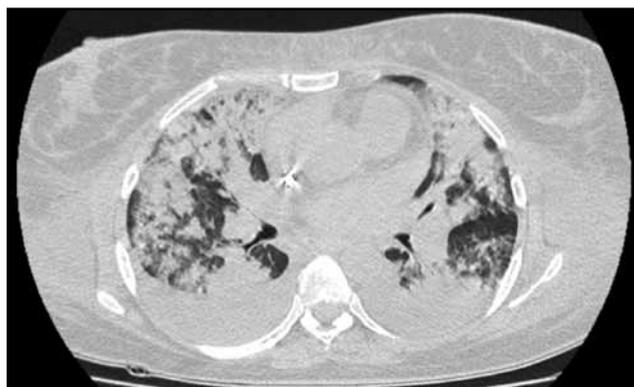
TAC de tórax: opacidades parenquimatosas en cuatro cuadrantes con derrame pleural bilateral.
